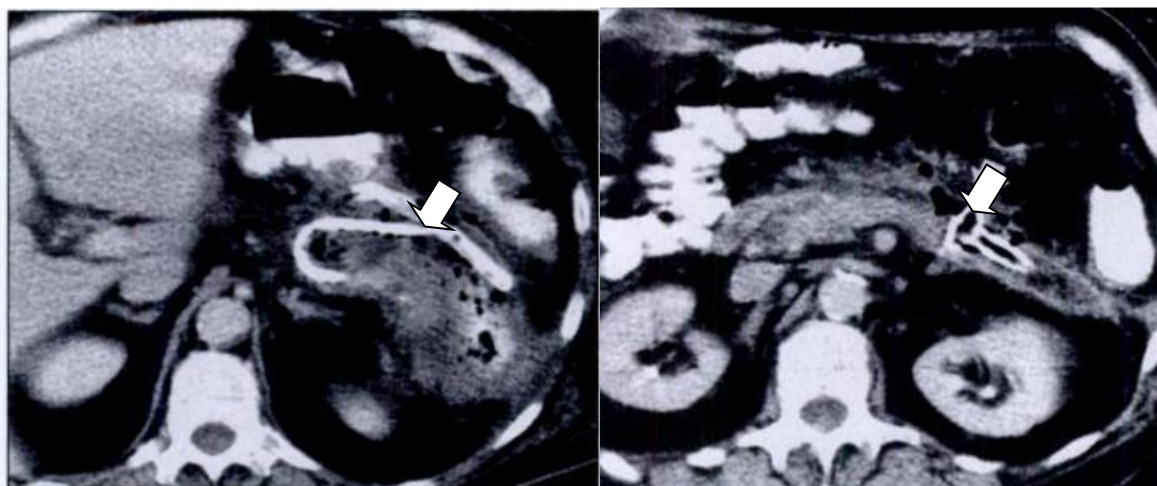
КТ (аксиальная проекция), методика чрескожного дренирования: установленные дренажи указаны стрелкой (Freeny P. C., 1998)
